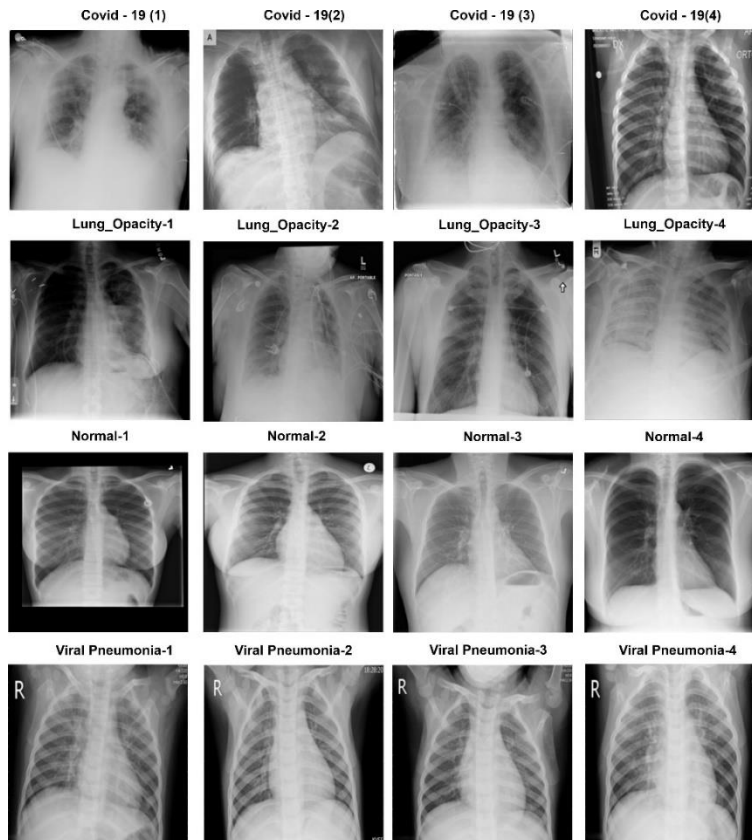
Radiografías de tórax pulmonar.
